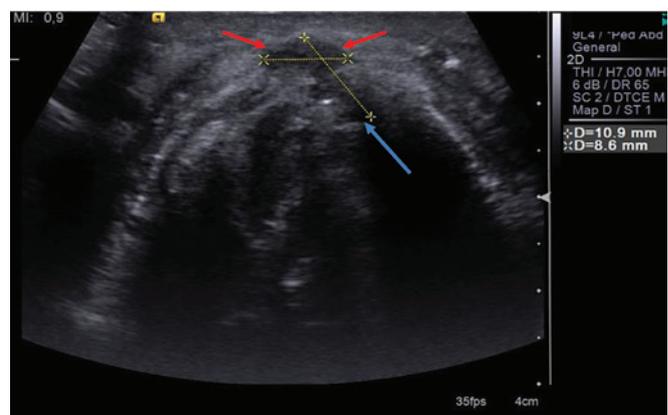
Ультразвуковая томограмма опухоли гортани с инфильтрацией щитоперстневидной мембраны: часть опухоли, расположенная в полости гортани (синяя стрелка), инфильтрация щитоперстневидной мембраны (красные стрелки). Поперечное сканирование
